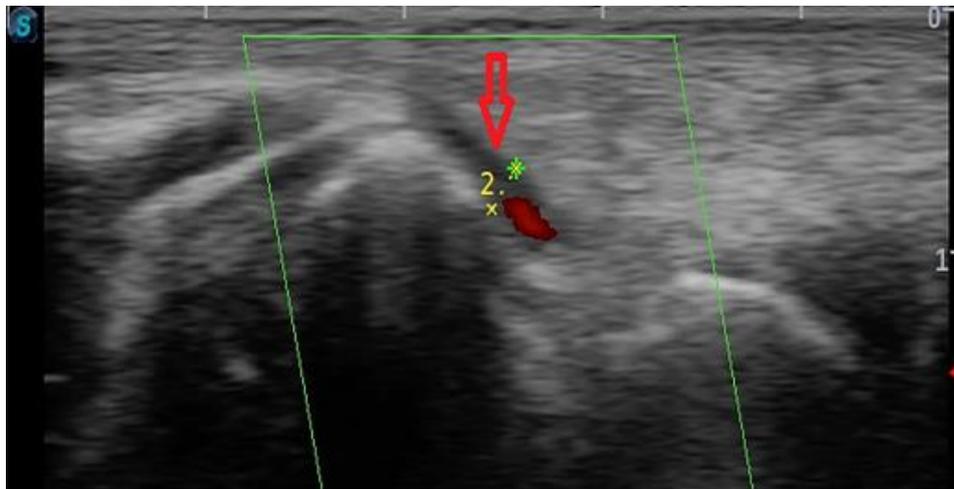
УЗИ лучевой артерии на дорсальной поверхности ладони
